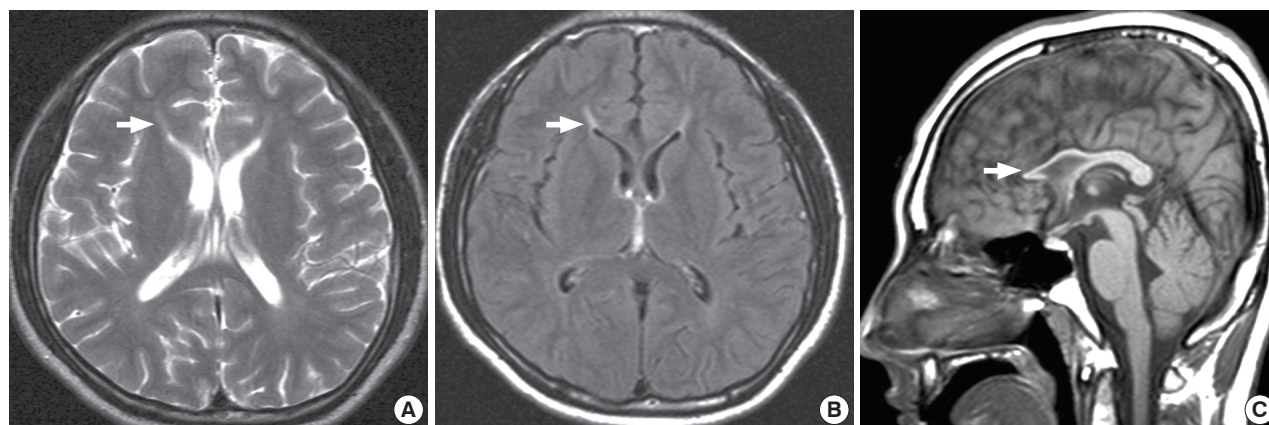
Axial T2 (A) and Flair (B) weighted MRI show mild ventricular dilatation and high intensity in periventricular white matter of the frontal lobes (arrow). Sagittal (C) T1 weighted MRI also shows extremely thin corpus callosum, mainly anterior limb (arrow).
